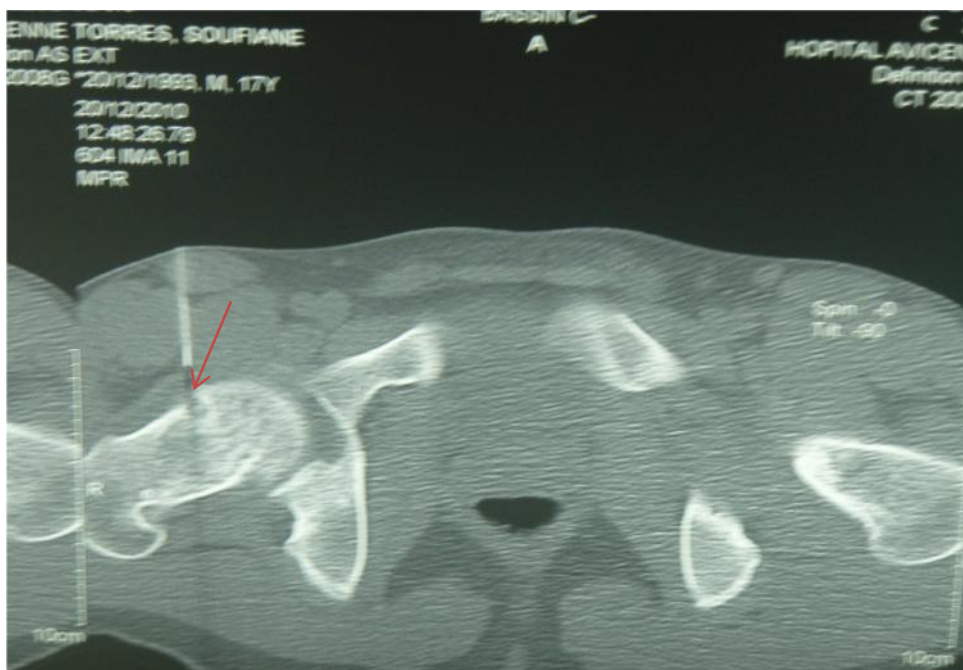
TDM du bassin montrant une image lytique du col fémoral droit (CHU RABAT)
